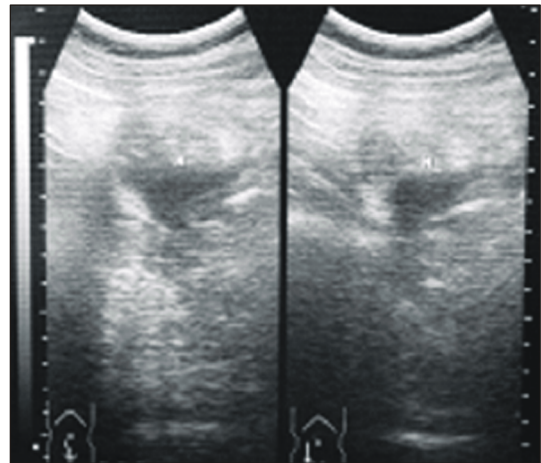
Ultrasonography of abdomen shows irregular soft tissue mass like shadow containing lower density area and enlarged inflammatory appendix like shadow in right lower quadrant.
